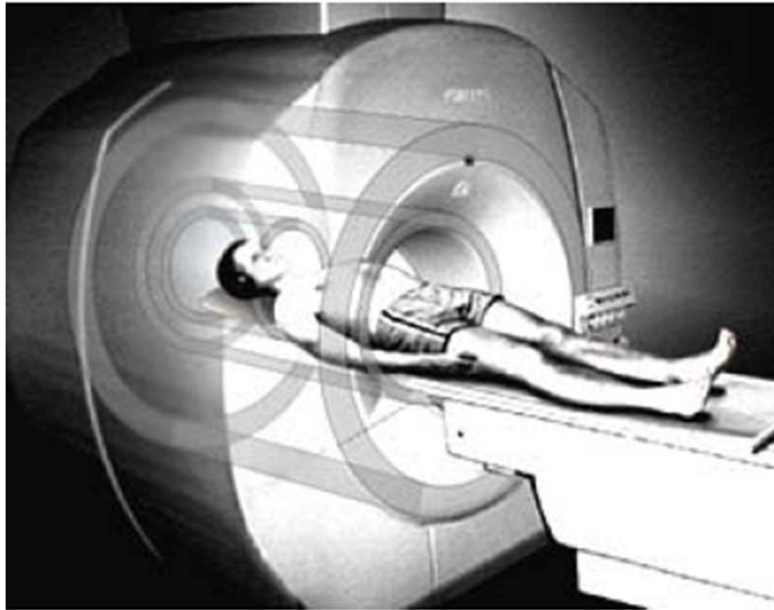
Unidade de RM [29].
